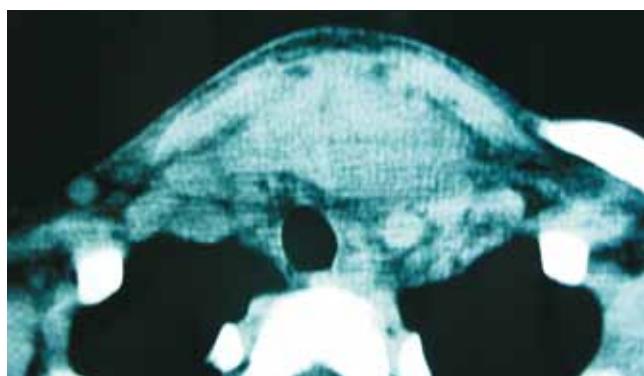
Lesión en TC de región anterior de tiroides que se extiende hasta ápices pulmonares de características similares.
